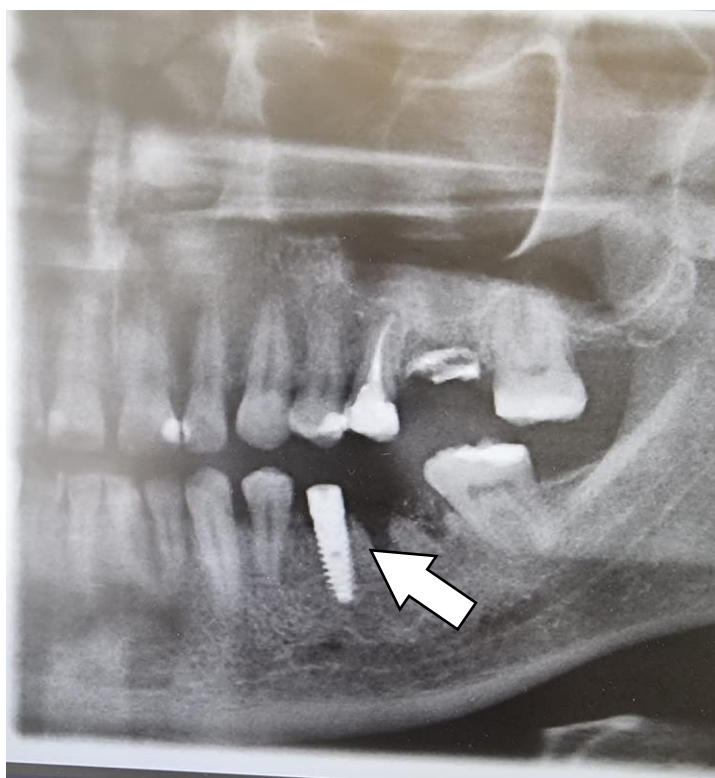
Компьютерная томограмма пациента С. в послеоперационном периоде. Установленный имплантат в позиции зуба 3.5.
